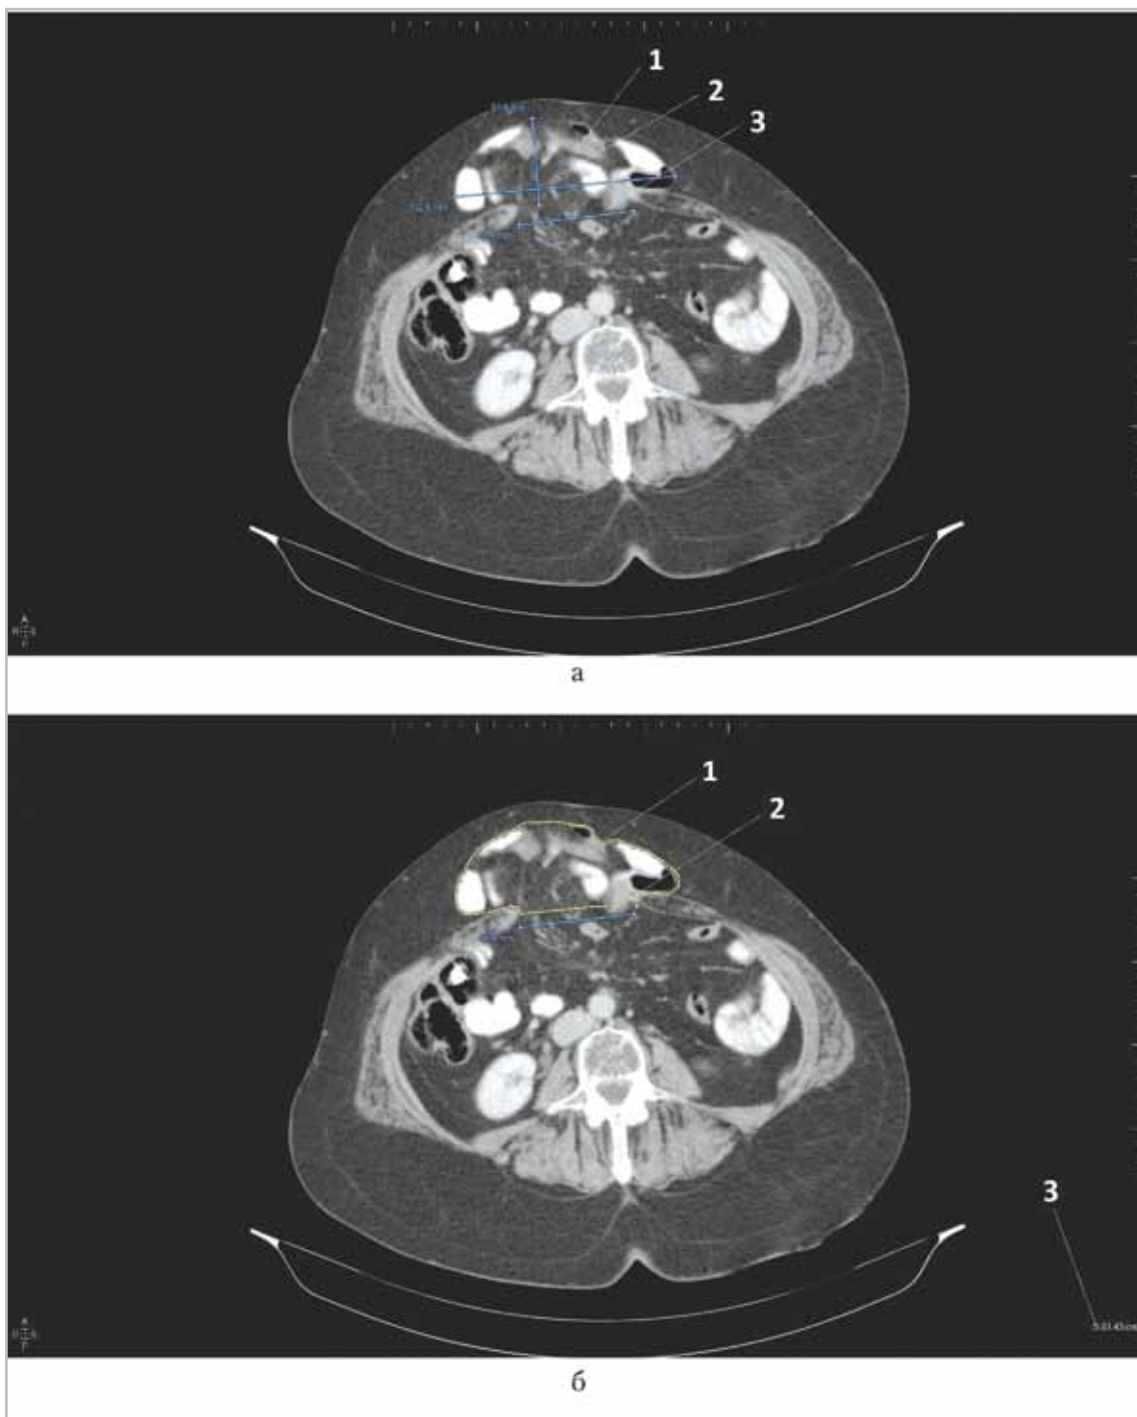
Томограммы пациентки 63 лет с гигантской вентральной грыжей: *а* — аксиальный скан на уровне ворот вентральной грыжи: 1 — срединная гигантская вентральная грыжа с содержимым грыжевого мешка в виде жировой клетчатки и петель тонкой кишки; 2 — линейные размеры грыжевого мешка в зоне максимального выпячивания; 3 — поперечный размер грыжевых ворот; *б* — аксиальный скан на том же уровне: 1 — построенная зона максимальной площади грыжевого мешка; 2 — поперечный размер грыжевых ворот; 3 — автоматически подсчитанное значение максимальной площади грыжевого мешка
